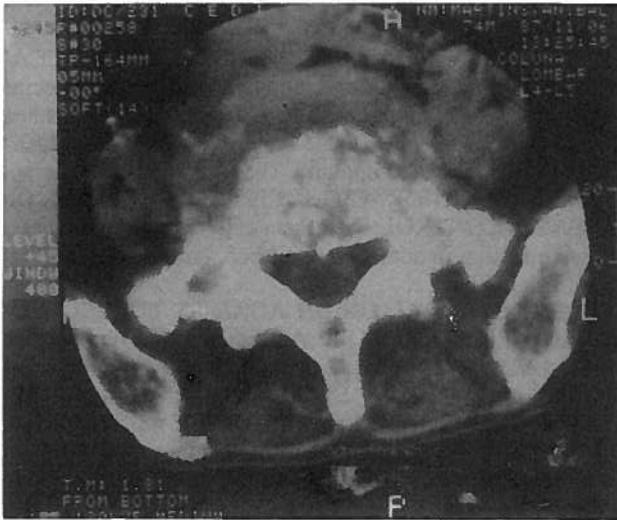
Tomografia axial computadorizada do corpo vertebral de um doente com tuberculose óssea.
